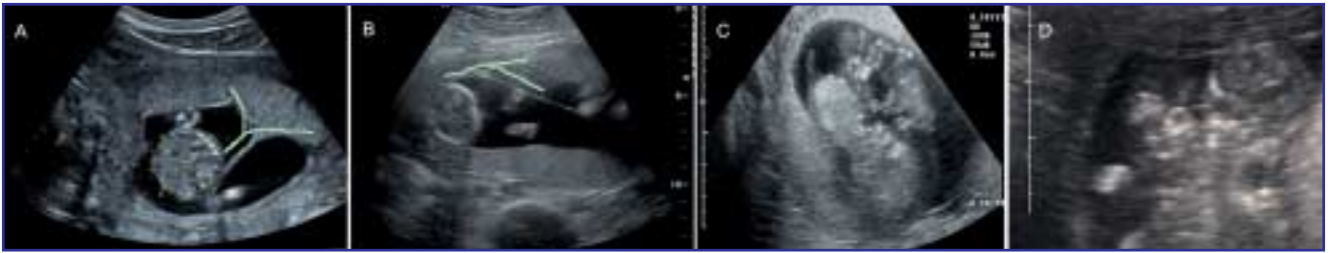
Typische sonografische Bilder, anhand deren gegen Ende der Frühschwangerschaft die Diagnose einer dichorialen diamnioten (A) bzw. monochorialen diamnioten (B) Zwillingschwangerschaft anhand des Lambda- bzw. T-Zeichens gestellt werden kann. Monochorial, monoamniote Zwillinge werden an einer Fruchthöhle mit 2 Embryonen oder Fetten erkannt (C). Bei nicht klar trennbaren Embryonen oder Fetten in einer gemeinsamen Fruchthöhle sollte an siamesische Zwillinge gedacht werden (D).
